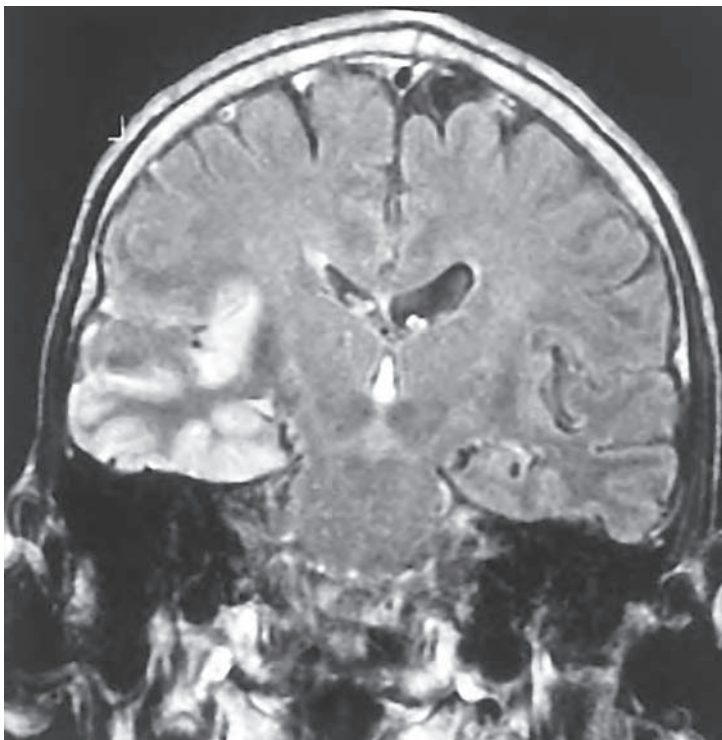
Imagen de resonancia magnética coronal con FLAIR de un paciente con encefalitis por herpes simple. Nótese la zona de aumento de señal en el lóbulo temporal derecho (lado izquierdo de la imagen) confinada de manera predominante a la sustancia gris. Este paciente tenía en particular afectación unilateral; las lesiones bilaterales son más frecuentes pero pueden ser muy asimétricas en su intensidad.
